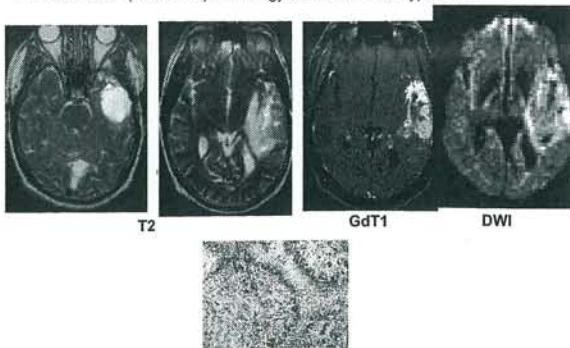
Posttraumatic GBM. 37 year-old man with a remote history of brain contusions. T2WI shows recurrent GBM in the left temporal lobe and old contusions in the frontal and left temporal lobes. DWI shows hyperintensity with decreased ADC (not shown). Pathology shows small cell type GBM.
